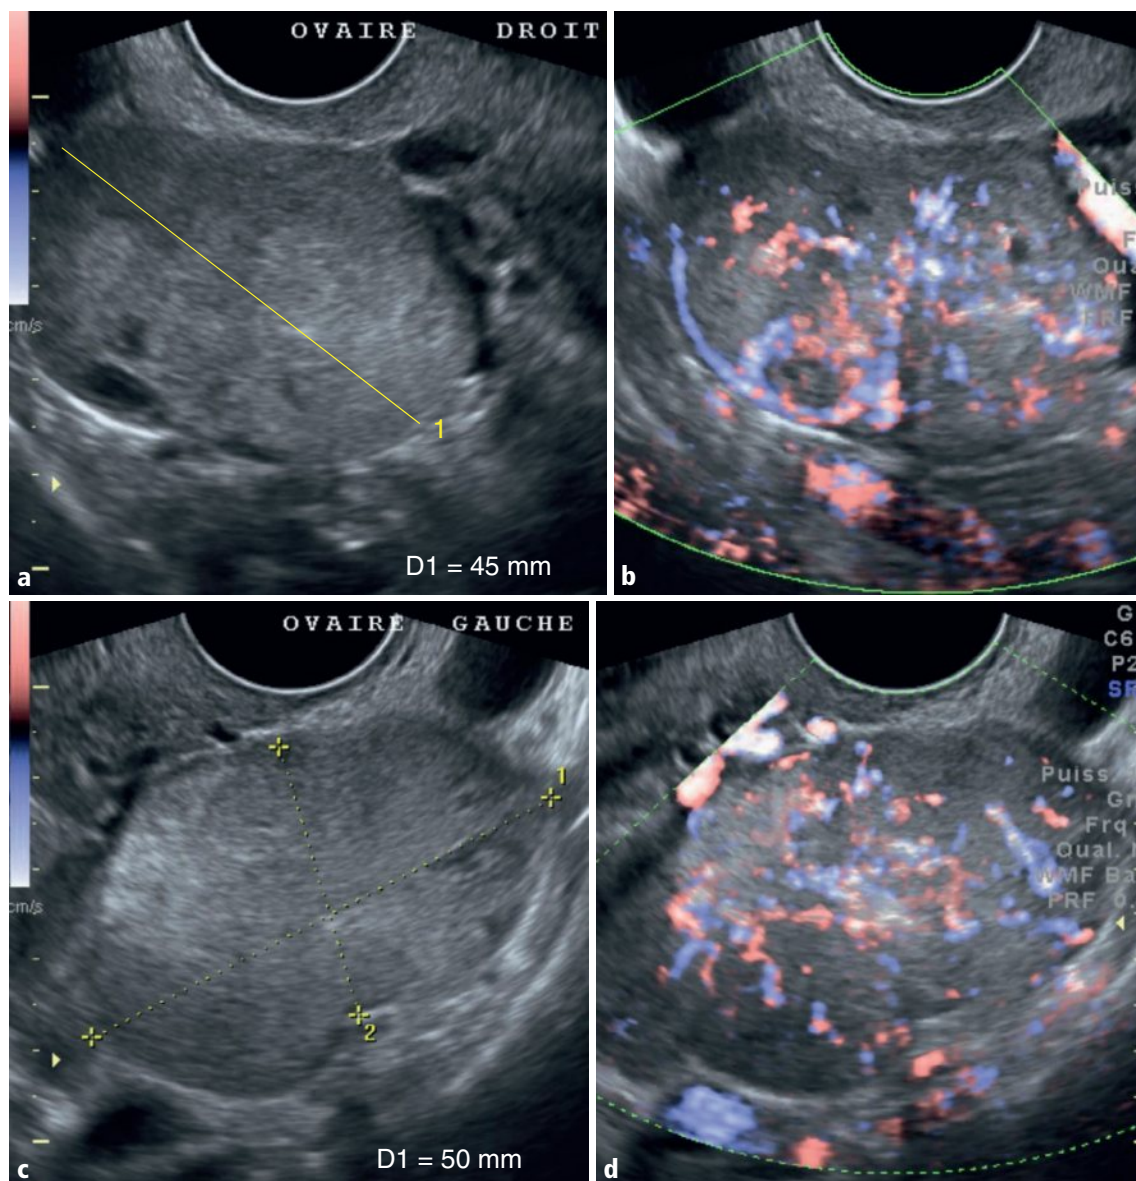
a–d Masses ovariennes solides, homogènes, droite de 45 mm (a) et gauche de 50 mm (c), hypervasculaires en Doppler couleur (b, d).
